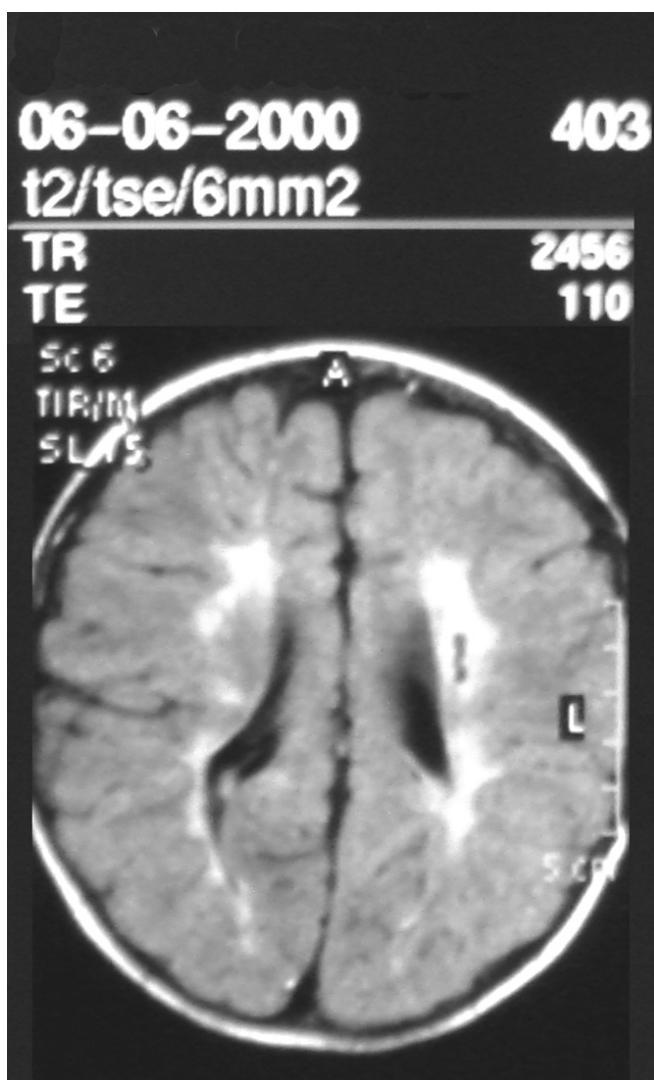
Фрагменты МРТ головного мозга.
